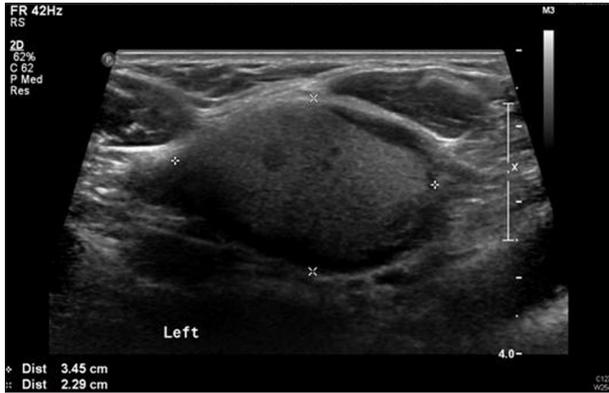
Preoperative Neck ultrasonography finding showed a mass in the left thyroid gland, filled with cellular materials, measuring 3.5×2.3 cm.
